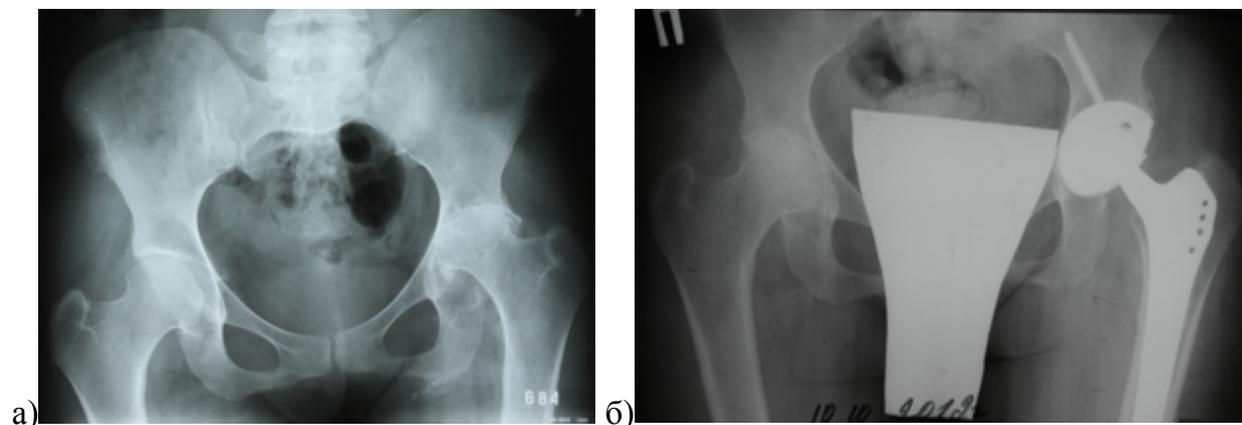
Рентгенограммы пациентки 34 лет с ревматоидным артритом и поражением ТБС: а) в первую очередь пострадал левый ТБС – наблюдается равномерная потеря хряща и субхондральной кости в вертлужной впадине и головке бедренной кости с кранио-медиальным смещением бедра, выполнено тотальное эндопротезирование левого ТБС; б) через три года наблюдается равномерная потеря хряща в правом ТБС; в) на фоне меньшей потери кости удалось установить вертлужный компонент меньшего размера
